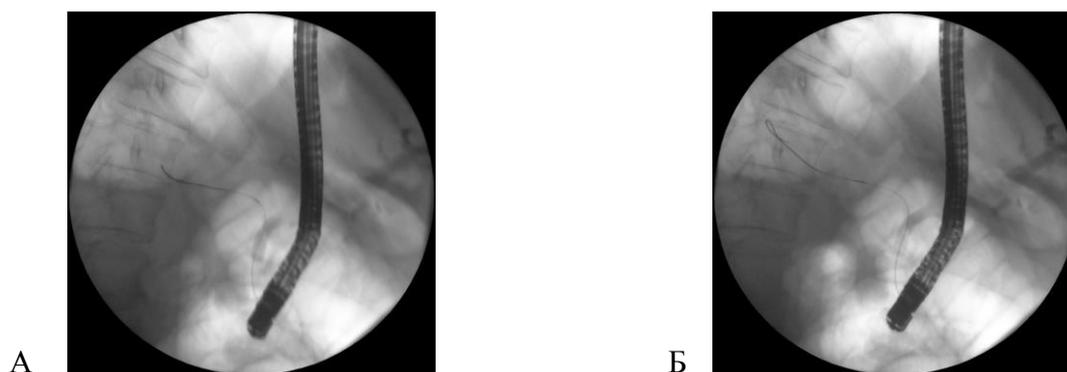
Проведение струны-проводника в панкреатический проток (А, Б – рентгенограммы).
